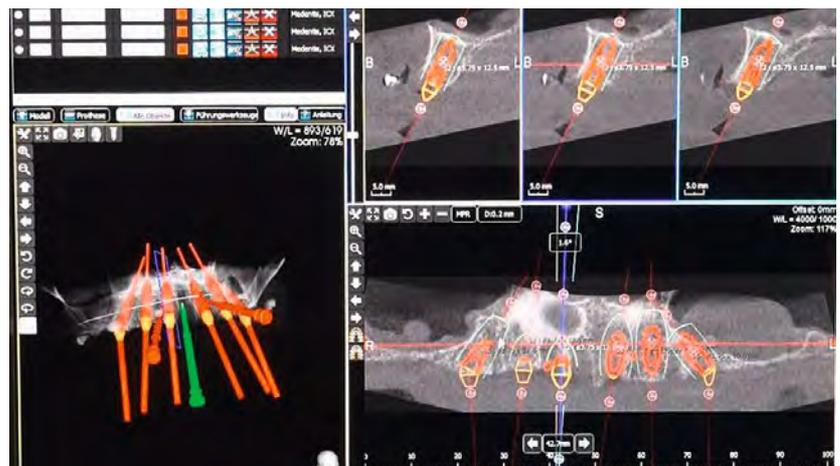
Fallplanung nach dem „6-on-ICX“-Konzept in der Software „ICX-Magellan“. Voraussetzung: CT-/DVT-Aufnahme
